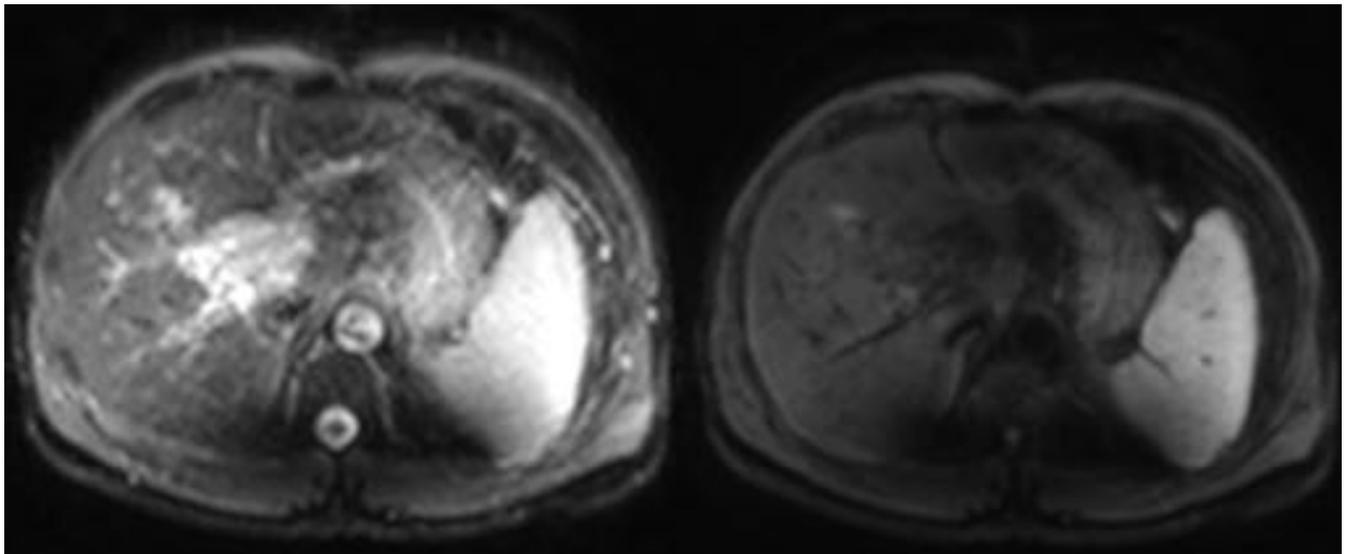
Paciente que ingresa por síndrome general. En ecografía trombosis portal. Estudio de difusión. Imágenes con b 0 y b 600. No se observa restricción de la difusión. Ayuda a confirmar la etiología benigna del tejido descrito en el hilio hepático en el resto de secuencias.
